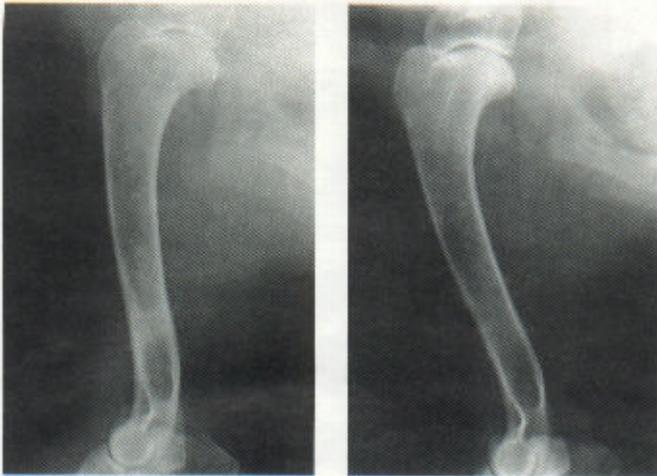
Röntgenologische Verlaufskontrolle einer Panostitis:
